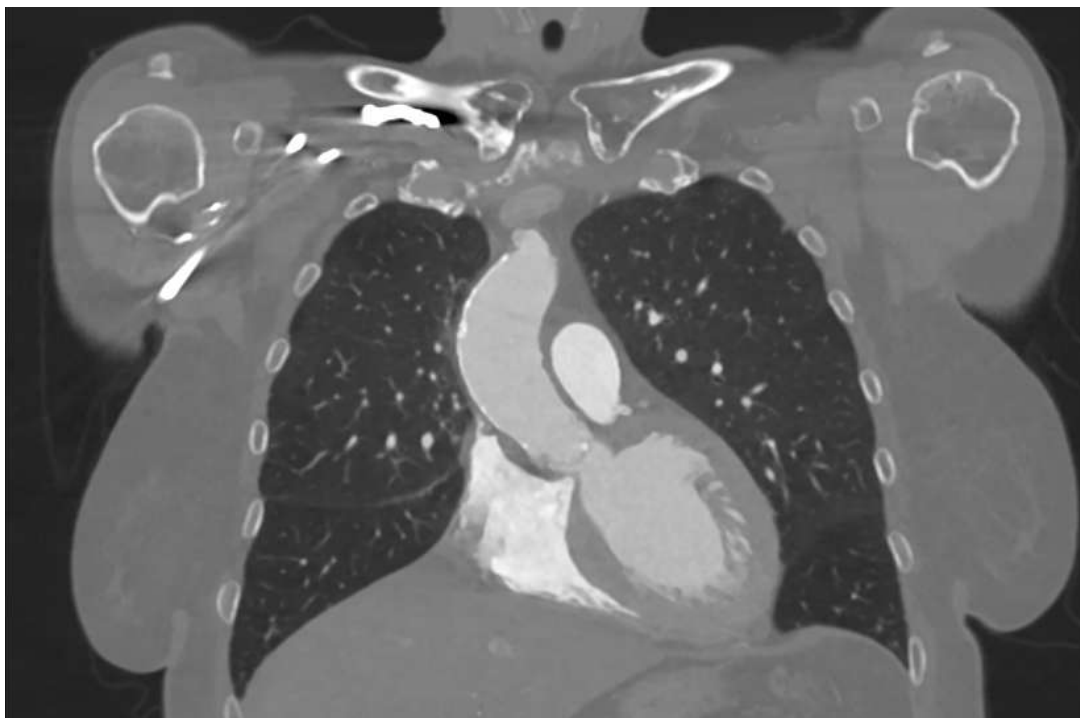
Передопераційна комп'ютерна томографія з внутрішньовенним контрастуванням. Кальциноз висхідної аорти.
